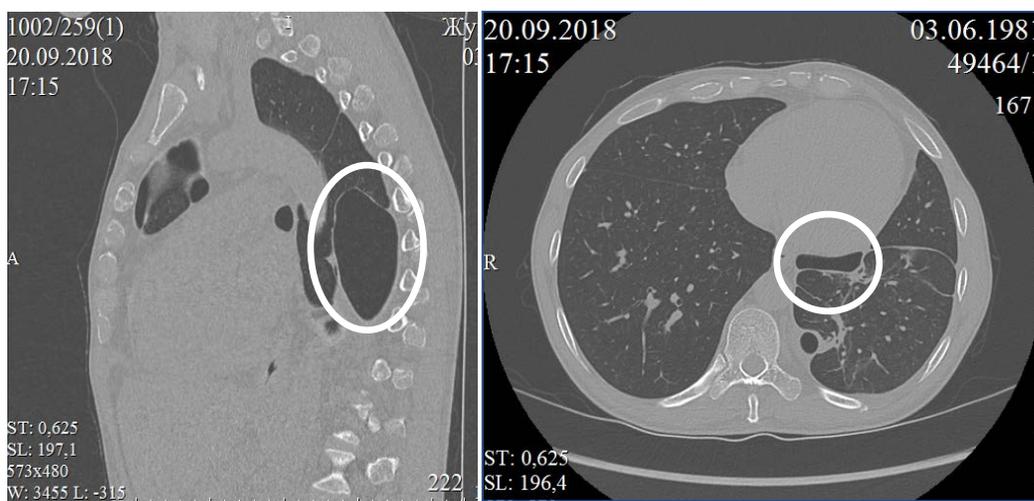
МСКТ органов грудной клетки во время второй госпитализации (перед операцией)
